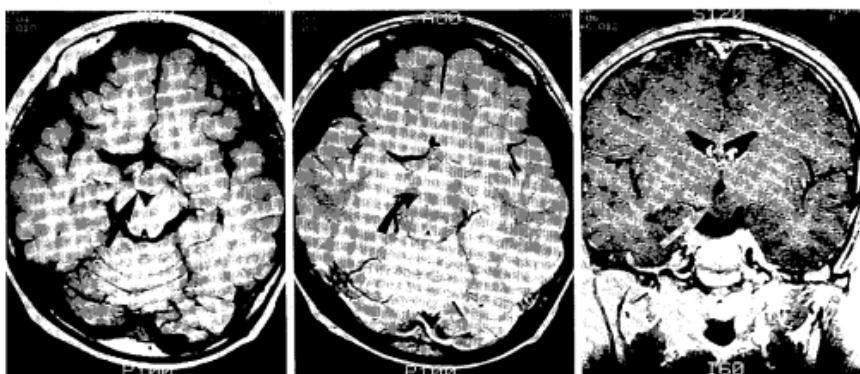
Brain MRI shows 8 mm sized mass at hypothalamus isosignal to gray matter in A) TIWI, high signal in B) T2WI and not enhanced by Gadolinium. C)
